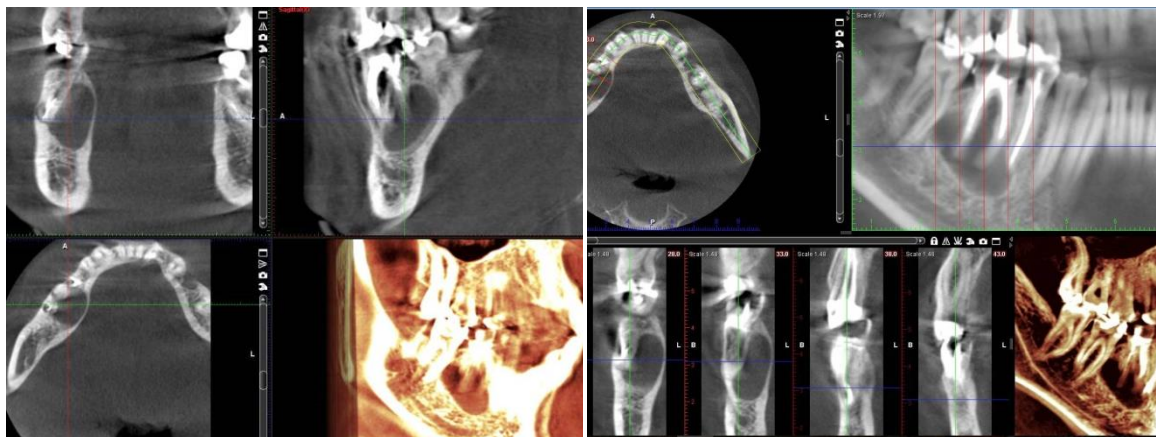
Fragment din CBCT cu evidențierea formațiunii chistice la nivelul d 45, 46.
